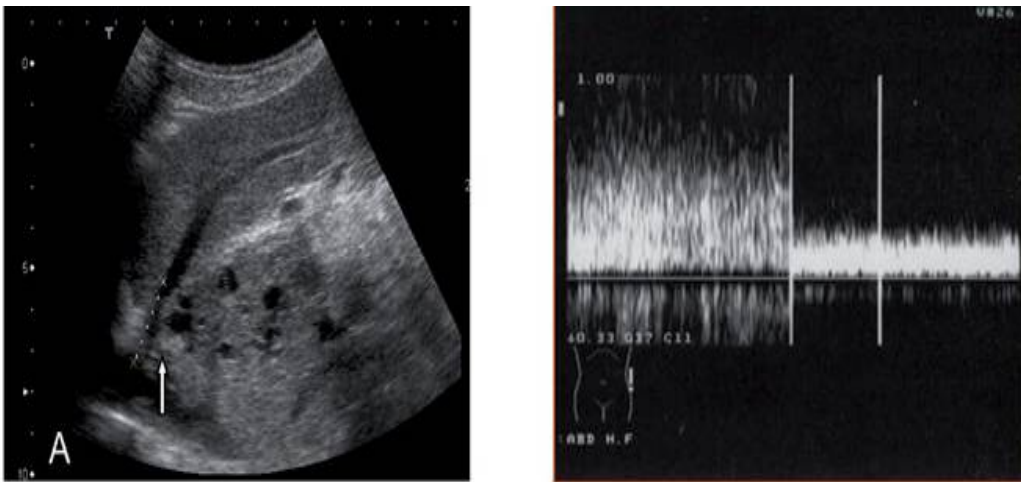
Sténose de la veine hépatique médiane avec modification du flux au doppler
